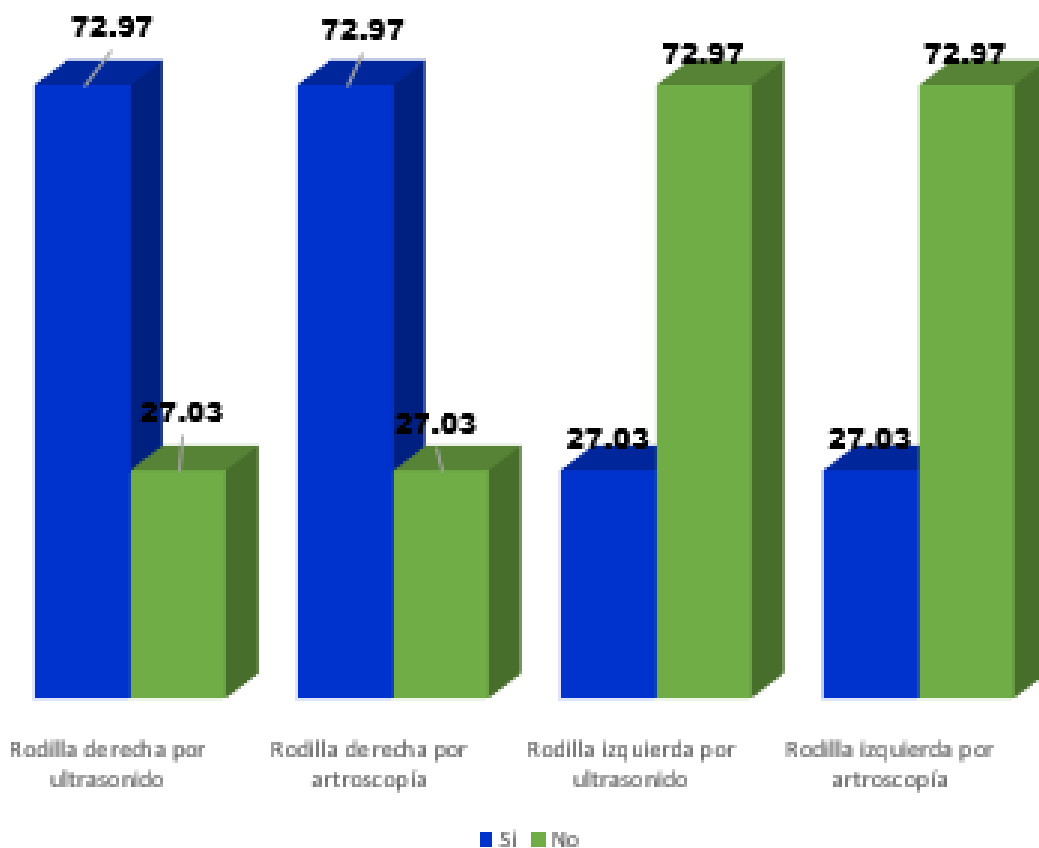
Correlación de lateralidad por ultrasonido y artroscopia de lesiones meniscales de rodilla
